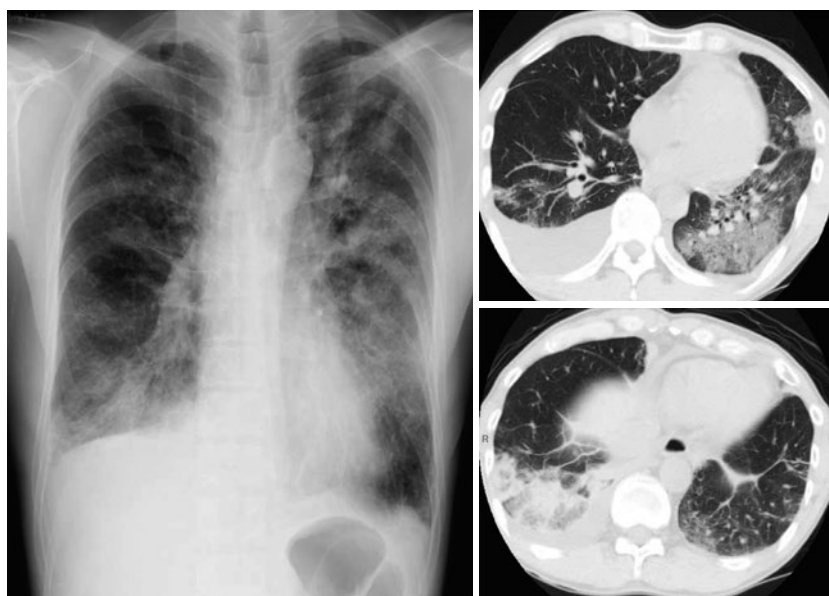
Chest X-ray film and CT scans on admission show diffuse infiltrative changes in both lungs and pleural effusion.
